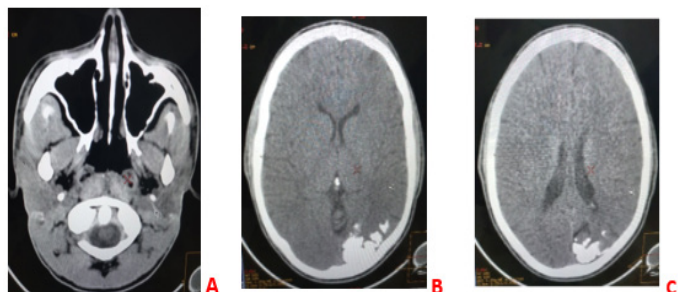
(A, B, C) : TDM coupe axiale en fenêtre parenchymateuse mettant des plages serpiginieuses d'hyperdensité spontanée de tonalité calcique, curvilignes occipitale gauche.
